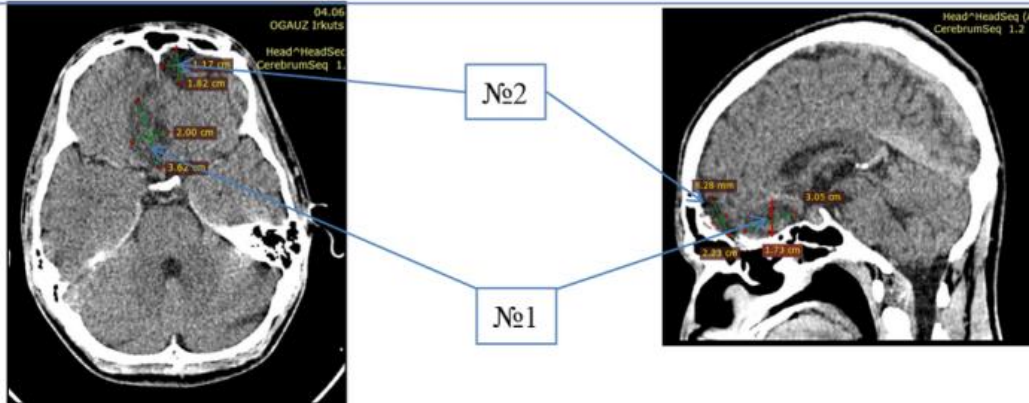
МРТ-данные пациента с описанием на 42 сутки после травмы
